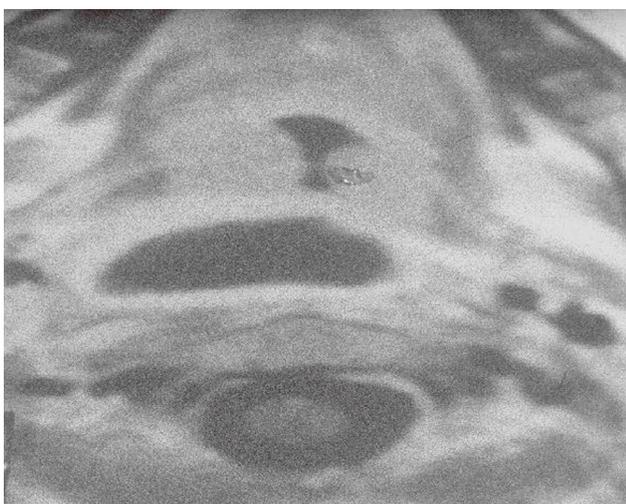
RMN (corte axial) con contraste. Absceso retrofaringeo con su realce periférico en corona.
